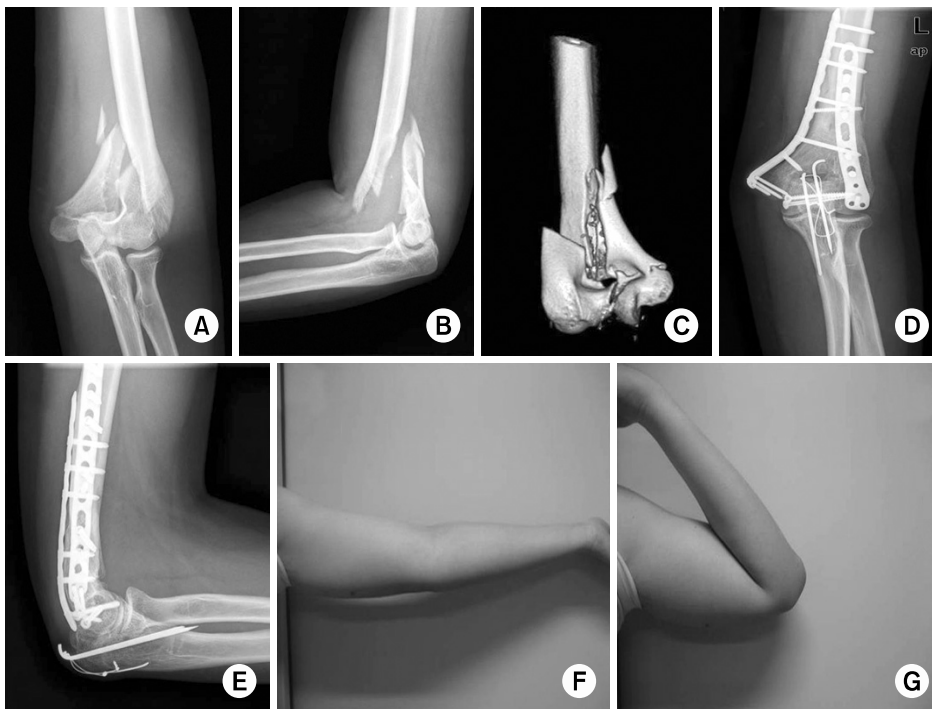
(A~C) A 20 year-old man sustained a distal humeral intercondylar fracture classified as AO type C2. (D~E) Three-month follow-up radiographs show complete bony union with dual locking-compression plates. (F~G) Photographs show excellent functional results.
